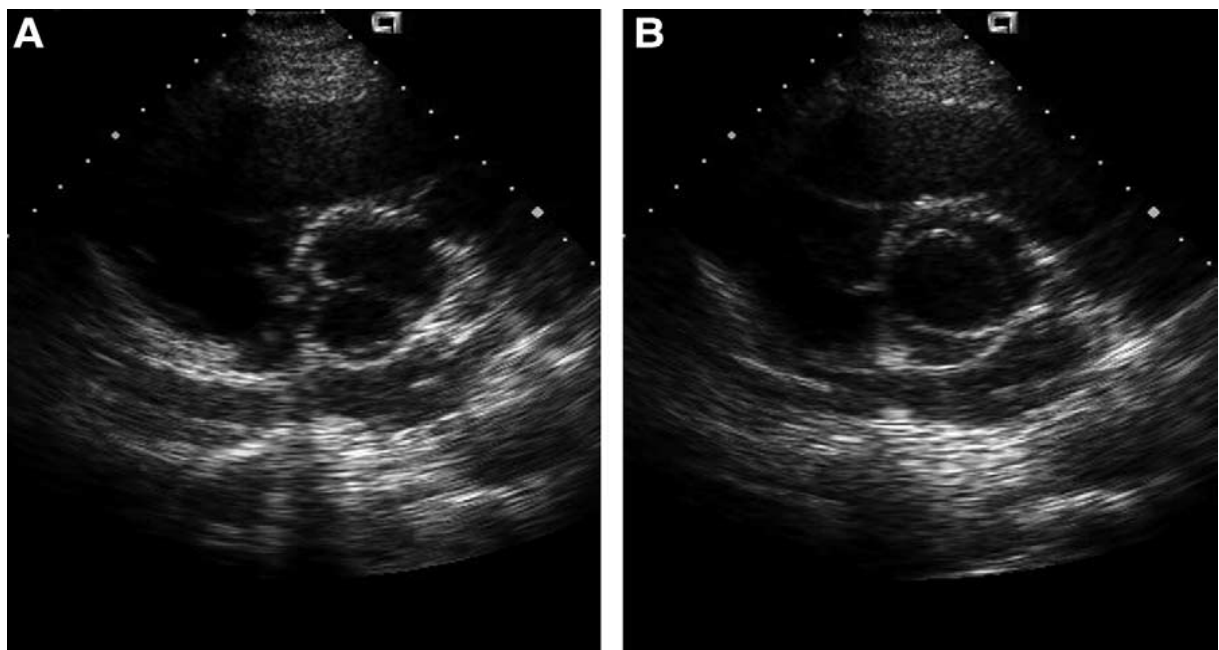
coupe parasternale petit axe A en diastole : une seule ligne horizontale de coaptation B en systole : l'ouverture des valves produisent un aspect d'orifice circulaire.
